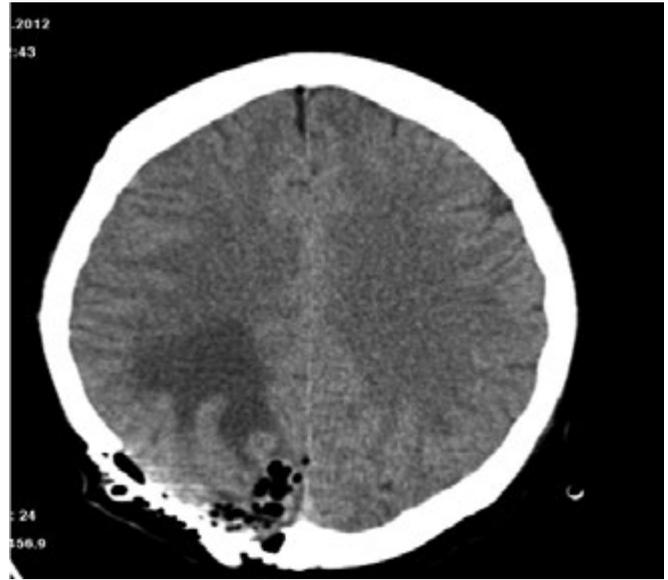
КТ головного мозга на первые сутки после операции. В ложе удаленной опухоли – послеоперационные изменения
